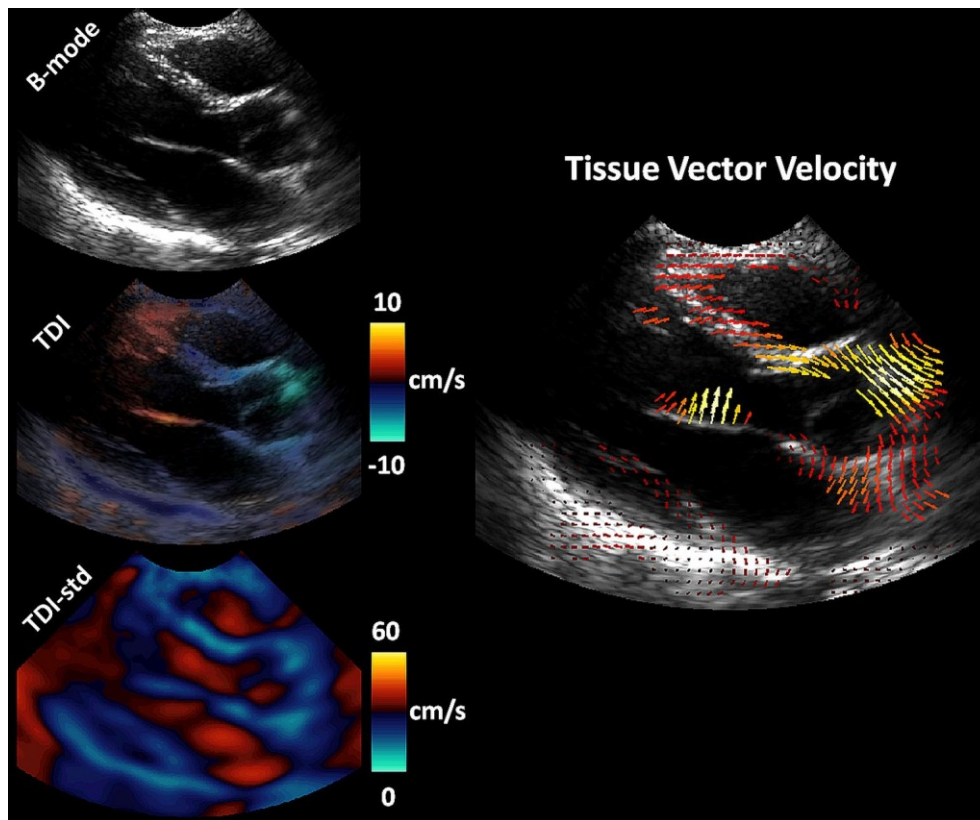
High-frame rate echocardiography for tissue Velocity Vector Imaging (VVI). The motion compensation algorithm described in our previous study (Porée *et al.*, 2016) was used, here, in the parasternal long-axis view, to provide the input data (B-mode, tissue Doppler and tissue Doppler standard deviation) at 500 FPS. These data were combined in a cost function including a vector regularization to provide a robust VVI method.
